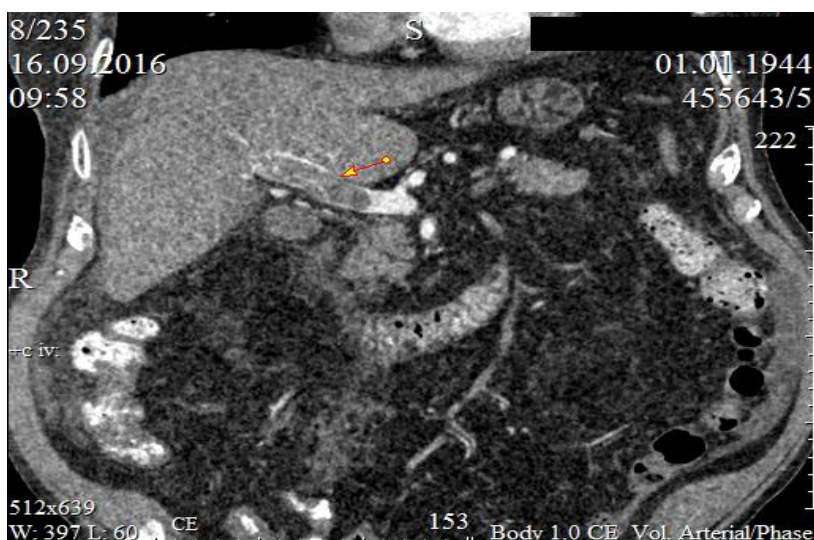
КТ ангиография: тромбоз воротной вены.
